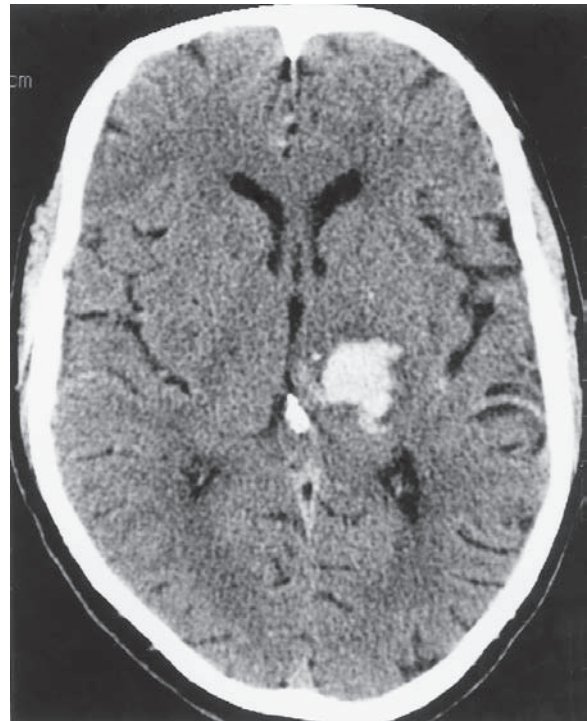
Estudio de CT de una hemorragia talámica izquierda que causó hemiplejía y pérdida hemisensitiva en un paciente hipertenso. Se observa una pequeña cantidad de sangre en la parte posterior adyacente del tercer ventrículo.
